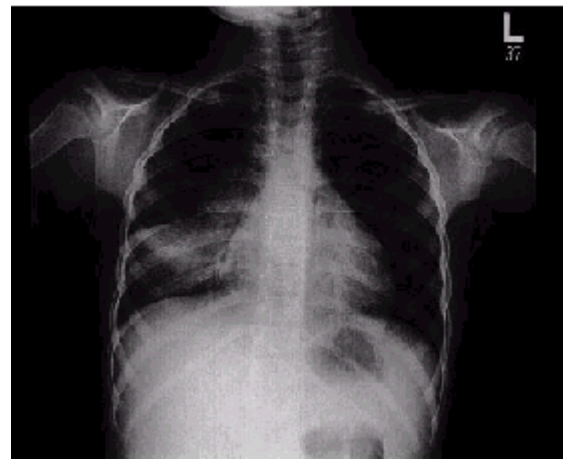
Radiografía de tórax de una niña con tuberculosis pulmonar. Note la significativa adenopatía hiliar en asociación con atelectasia, la lesión también llamada colapso-consolidación.
